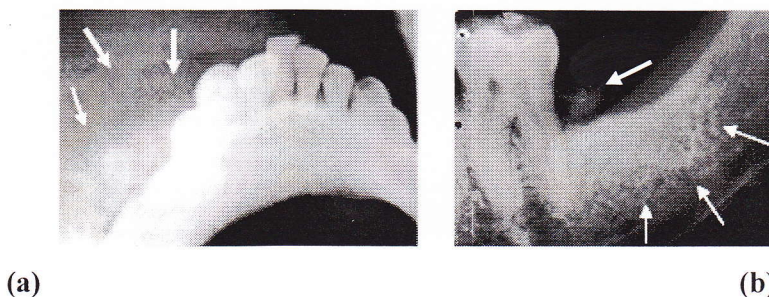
Osteoma. (a) radiografía oclusal demostrando el patrón de rayos de sol produciendo expansión en la cortical bucal de la mandíbula (b) radiografía periapical demostrando una lesión poco circunscrita sin destrucción ósea. Imágenes tomadas de: Neville, B. W. et al. (2002). *Oral & maxillofacial pathology*. 3 ed. USA: Saunders. Pág. 575. y <http://scielo.isciii.es/scielo>.
